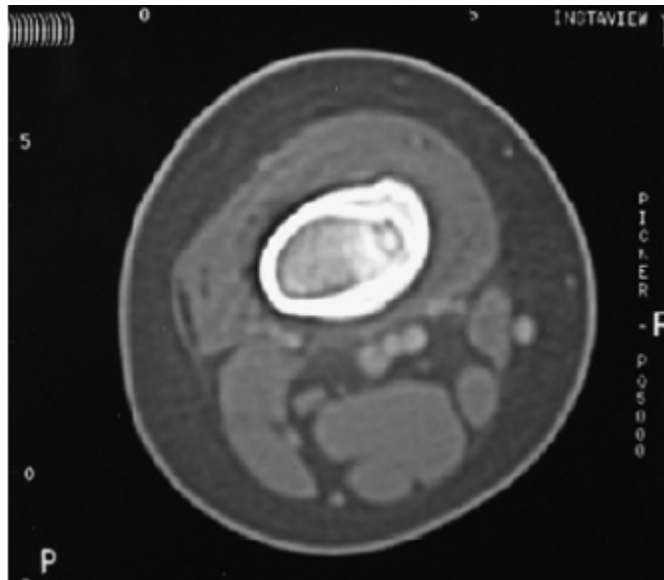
[50] Une TDM du fémur, coupe axiale objectivant Une image nette du Nidus
